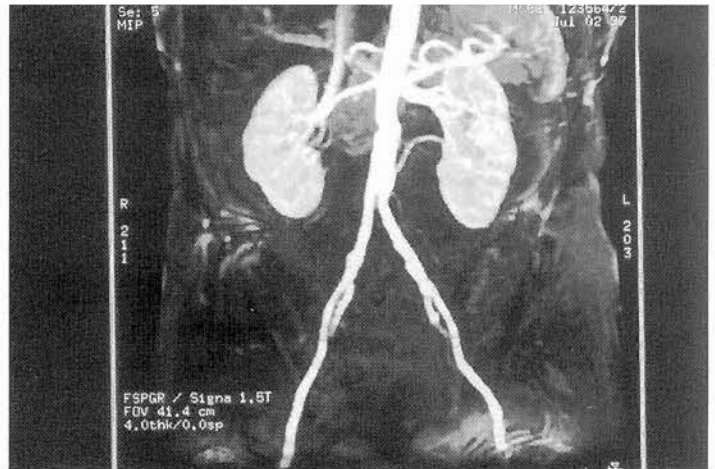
Imagen de angiorrresonancia con gadolinio que permite diagnosticar una arteria polar renal.
